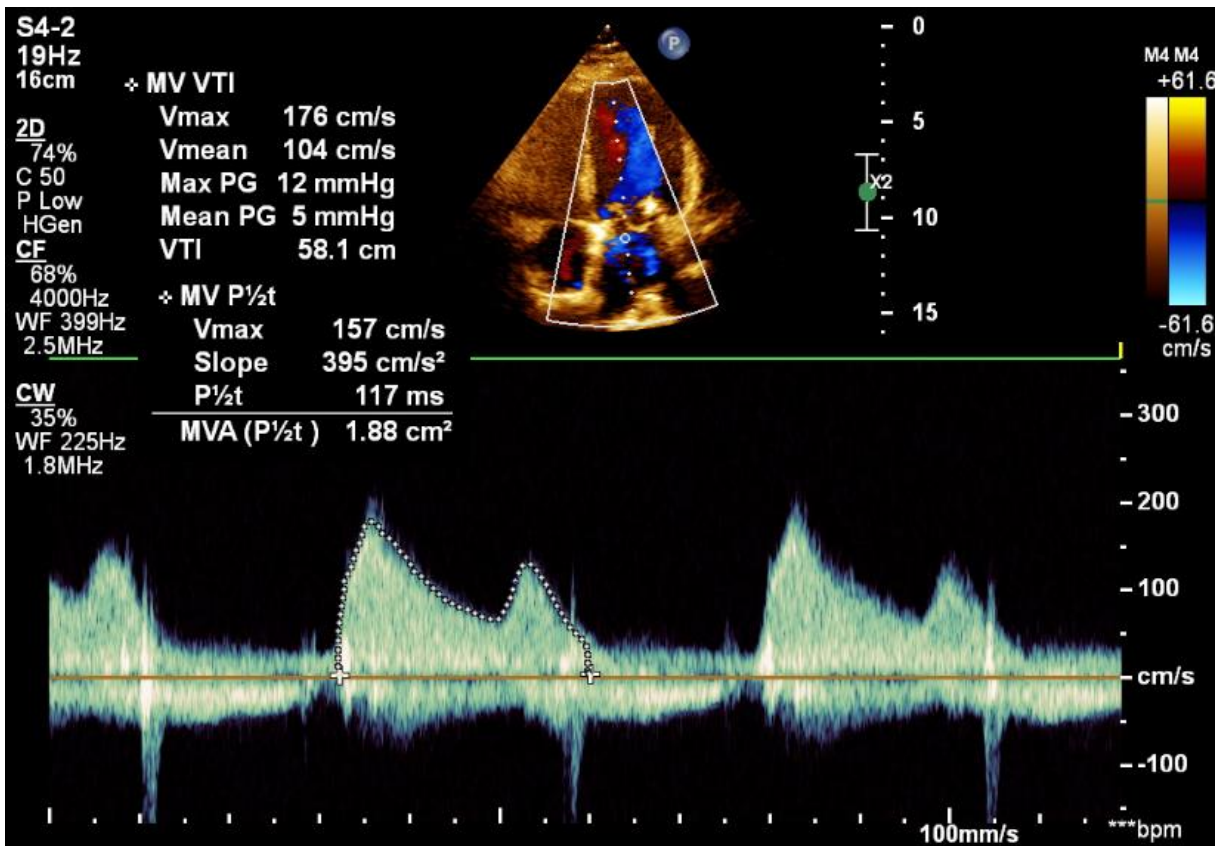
Ecocardiograma com redução dos gradientes após início do tratamento
